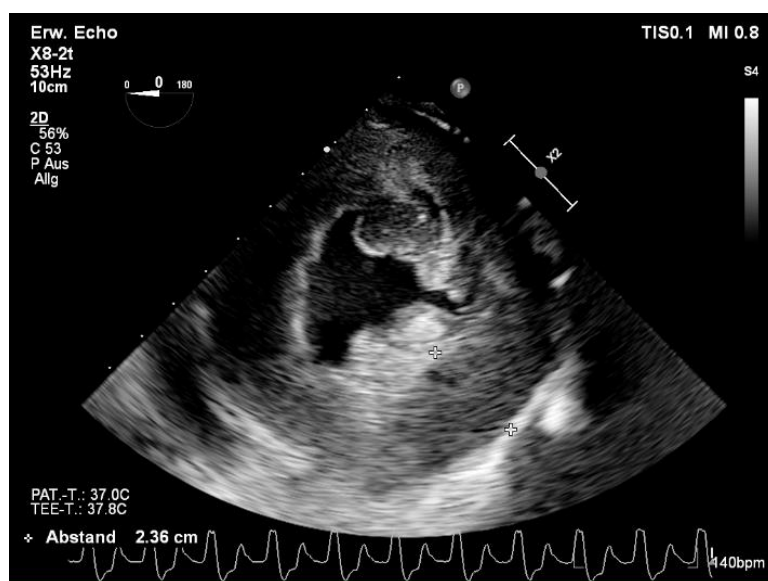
Echocardiographic image of a stone heart in the transgastric mid-papillary short-axis view, demonstrating markedly thickened left ventricular myocardium.
